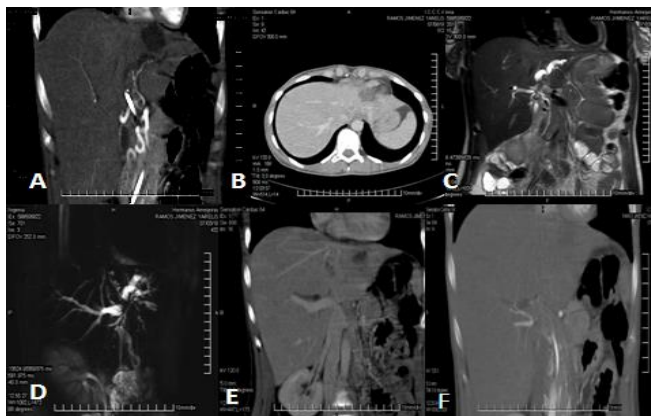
TAC contrastado donde se evidencia la imagen hipodensa reportada en la ecografía en subsegmento II, que contacta el diafragma, próximo al pericardio (A, B). CRMN (Fig. 2 C y D) dilatación a expensas del árbol biliar izquierdo y su extensión a la confluencia de los hepáticos. (E) TAC, en fase venosa, se comprueba permeabilidad de la rama portal derecha y de la rama arterial derecha (F)
